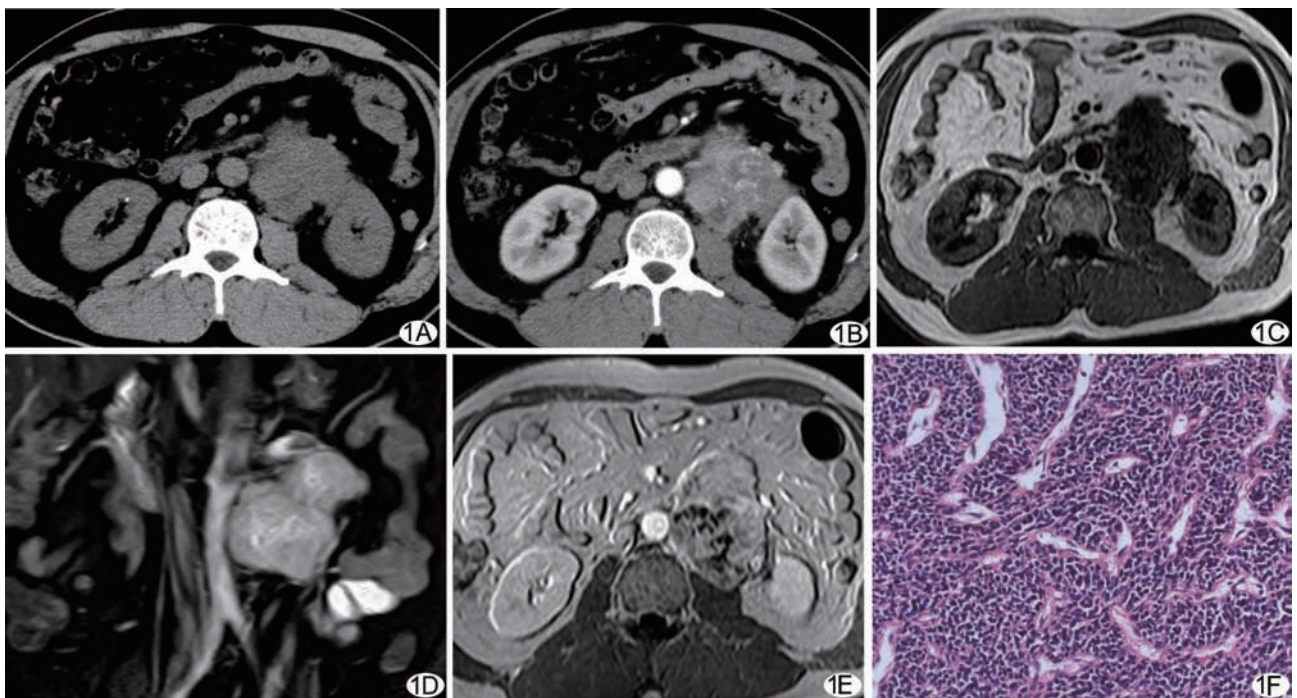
腹膜后 pPNET A. 肿瘤呈浸润性生长, CT 平扫密度不均; B. 增强后肿瘤呈不均匀强化, 血供丰富; C. MR T1WI 肿瘤呈低信号; D. 脂肪抑制 T2WI(冠状位)肿瘤呈不均匀高信号; E. MR 增强扫描瘤内可见“网格状”强化; F. 光镜下小圆形肿瘤细胞密集成巢, 可见菊形团结构, 核深染, 胞浆少, 肿瘤血管丰富(HE, ×200)
